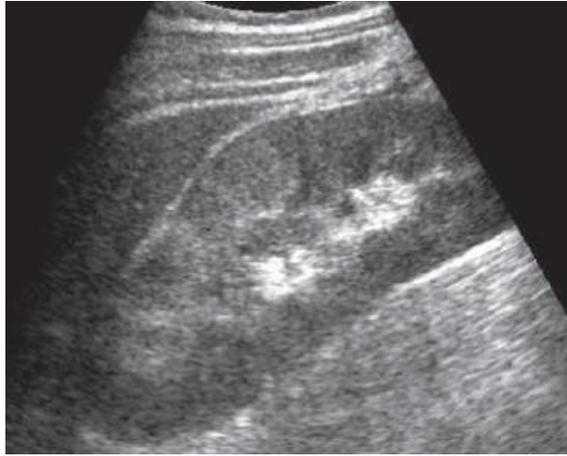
Se aprecia imagen por ultrasonido en escala de grises en el cual se observa riñón en un corte longitudinal, con presencia de un aumento sutil en la ecogenicidad del parénquima del polo superior. (Rumack, 2018).
